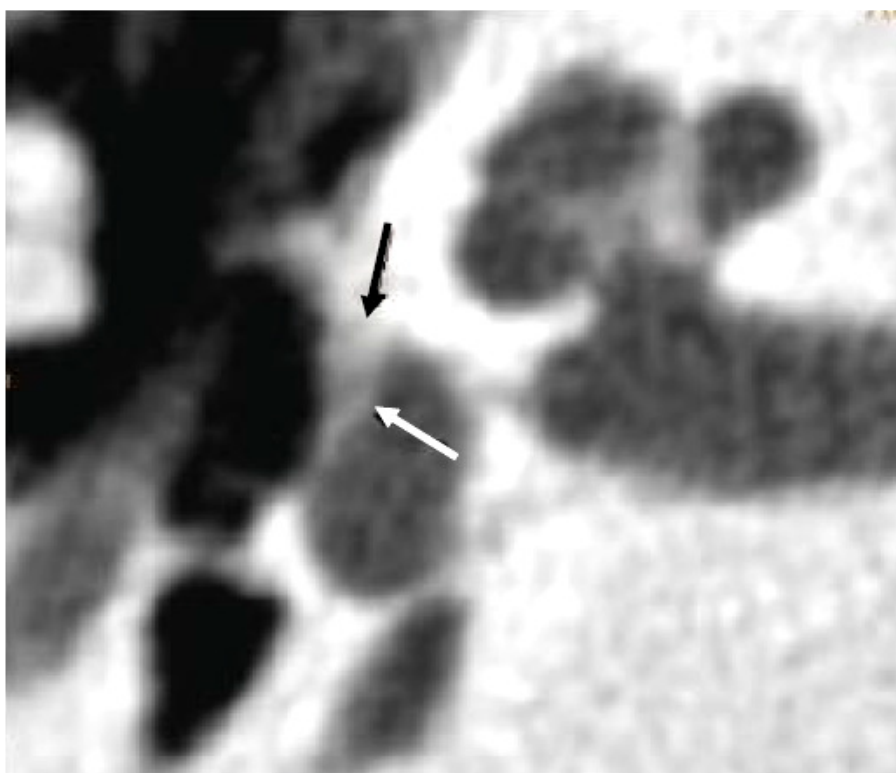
Coupe TDM axiale de la région des fenêtres [167]. Épaississement localisé, plutôt antérieur, en forme de triangle de la platine de l'étrier sans atteinte pré-stapédienne.
